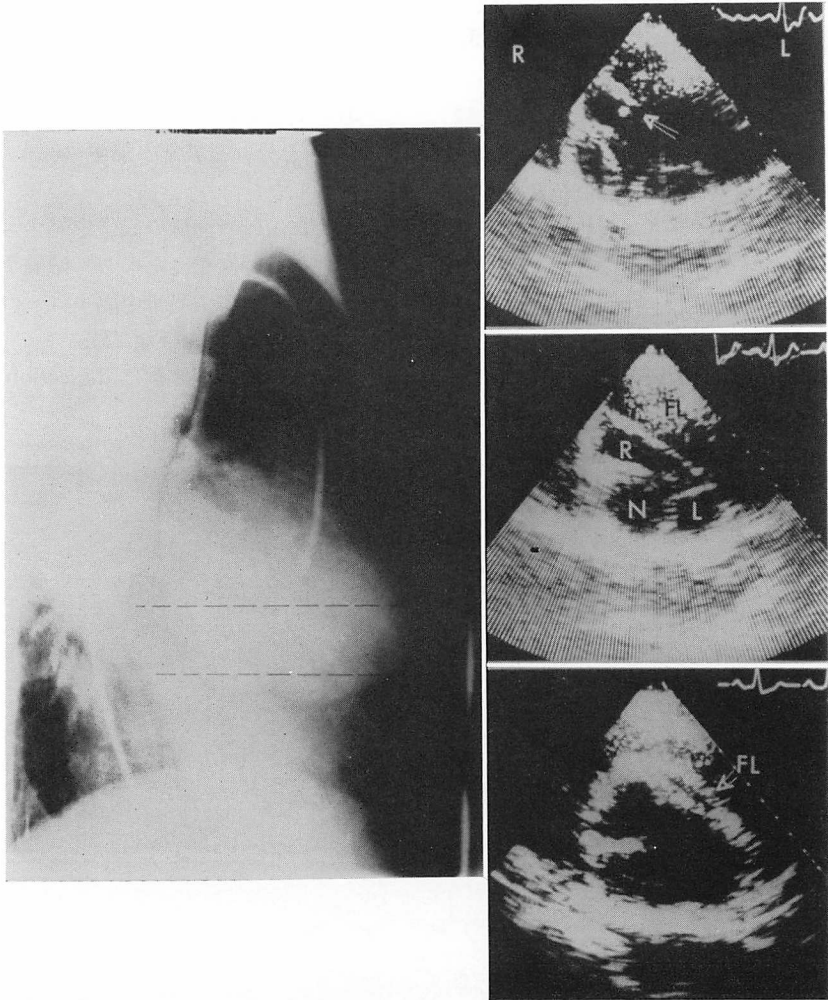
Aortogram and short axis two-dimensional echocardiograms from a patient with an aortic dissection showing an abnormal septal echo crossing in the aorta and fragmental intima (arrow).
